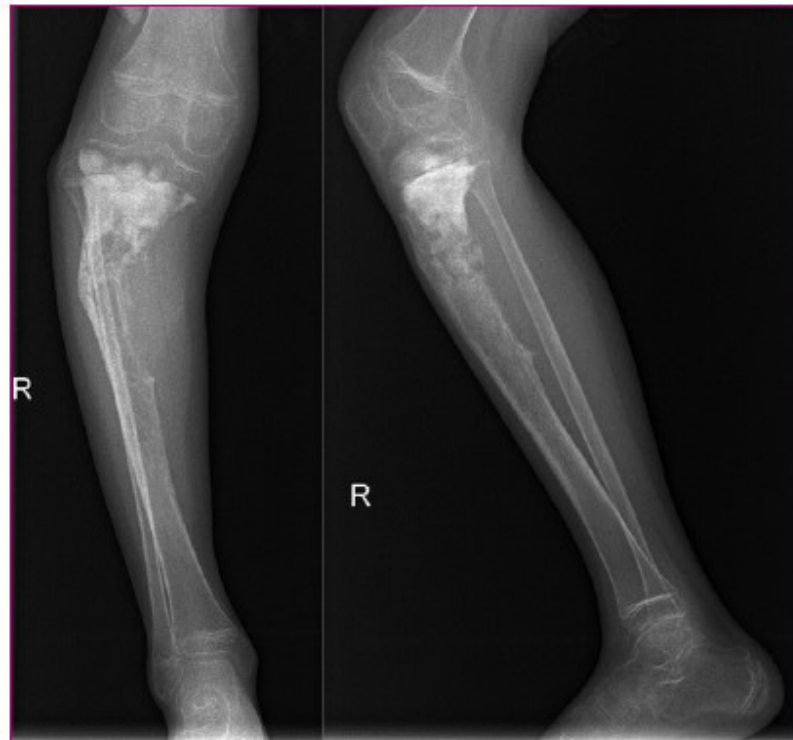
Radiografía de las extremidades inferior con presencia de disimetría
